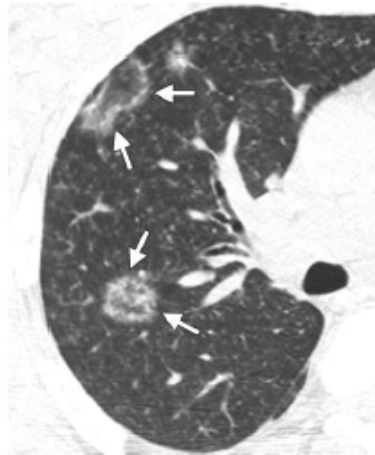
High-resolution CT scan of the right lung in a 44-year-old woman with sarcoidosis demonstrates two lesions that have a reversed halo sign, which is characterized by round and oval areas with central ground-glass attenuation surrounded by ring-shaped areas of consolidation (arrows). The posterior lesion has a nodular ring. Small nodules were scattered throughout both lungs.
